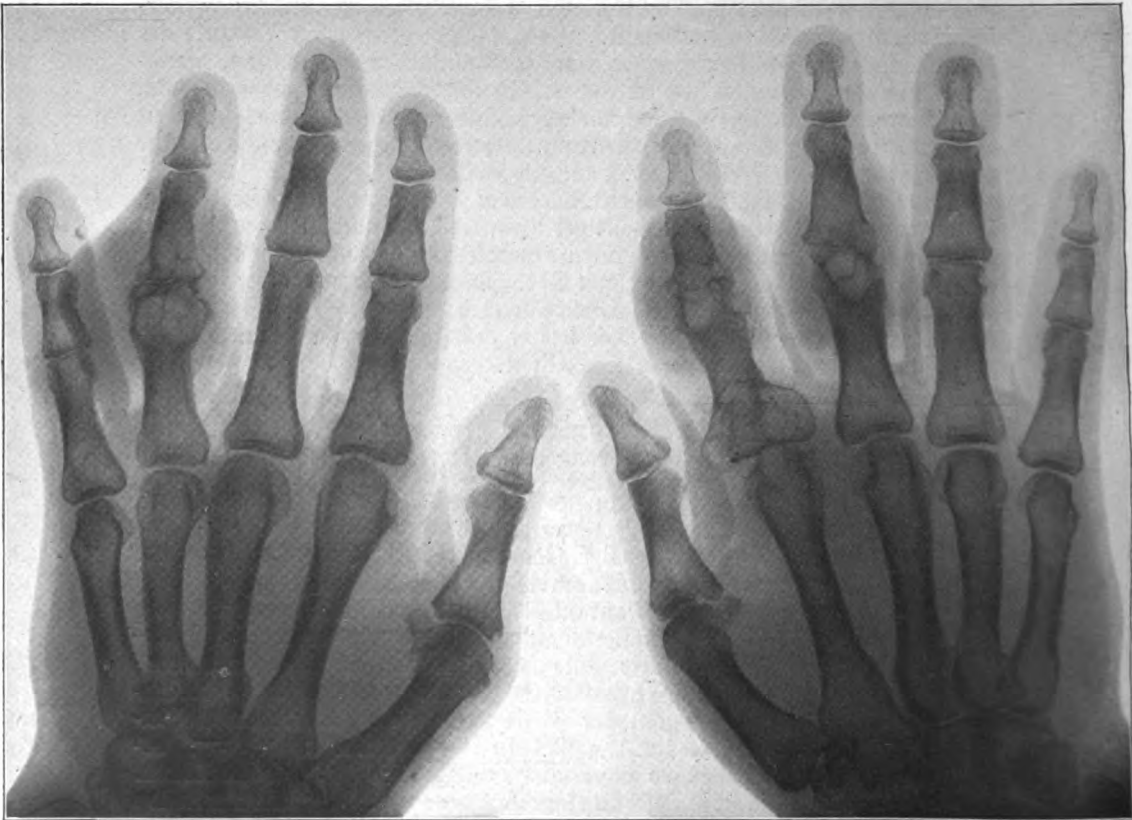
Chronisch destruierende Gelenkgicht (Röntgenaufnahme der Hände).
